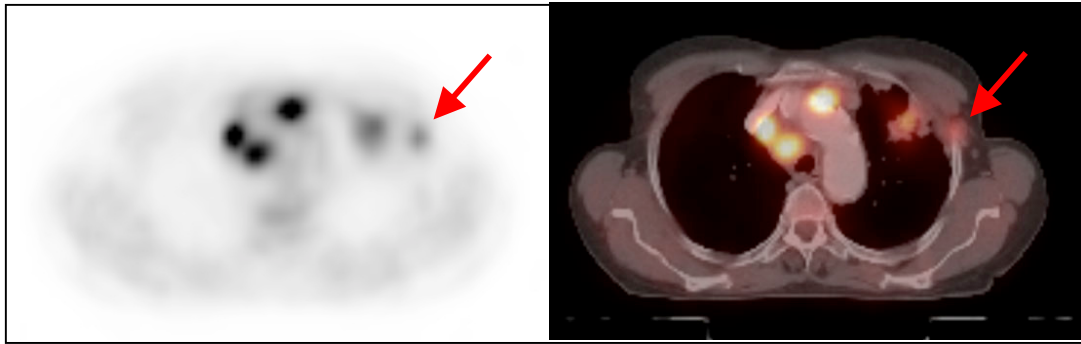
PET- im Vergleich zu koregistrierten FDG-PET/CT-Bilddaten eines Patienten, für den aus der Koregistrierung eine genauere Beurteilung der FDG-Anreicherung in der tumornahen Thoraxwand möglich wurde (siehe roter Pfeil).
